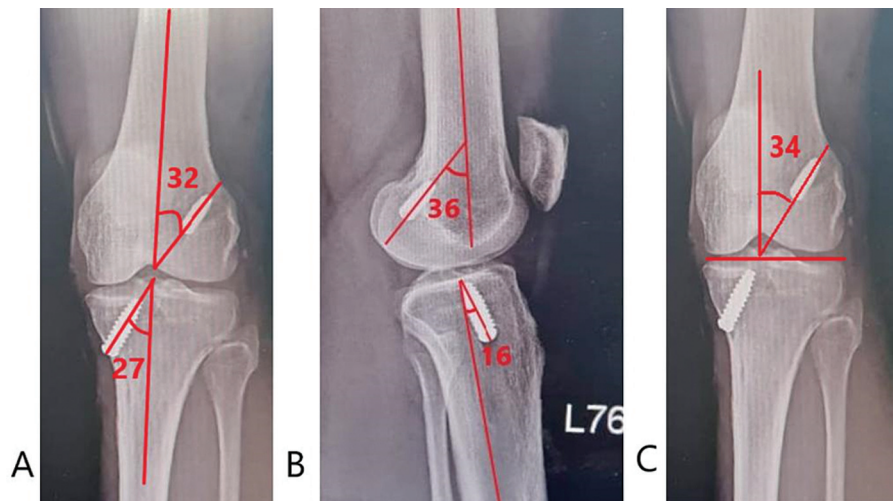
Avaliação radiológica dos ângulos dos túneis em radiografias pós-operatórias. A) Ângulos coronais do túnel femoral e tibial. B) Ângulos sagitais do túnel femoral e tibial. C) Ângulo de inclinação do enxerto.
